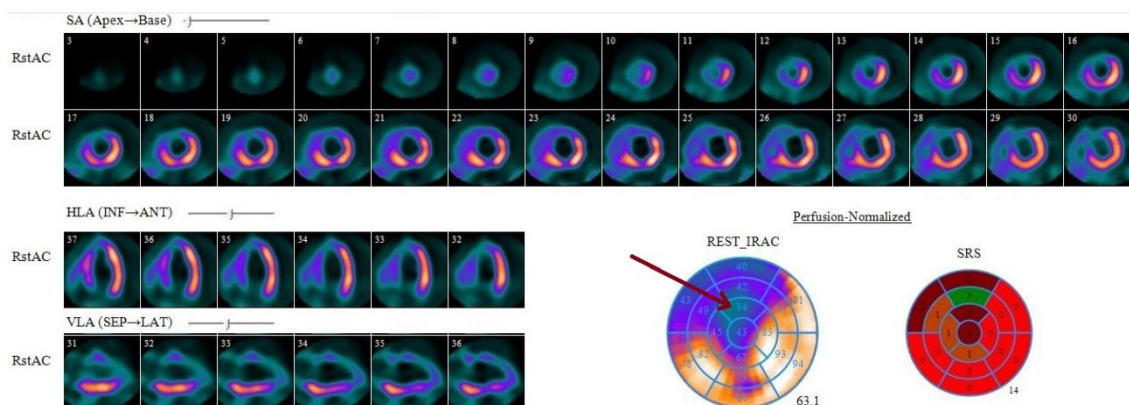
Результаты перфузионной сцинтиграфии миокарда левого желудочка пациента с хронической сердечной недостаточностью: срезы по короткой и длинной осям, а также 17-сегментарная полярная карта левого желудочка (стрелкой обозначен дефект перфузии, охватывающий верхушку, переднюю и передне-перегородочную области). SA (Short Axis) — короткая ось; HLA (Horizontal Long Axis) — горизонтальная длинная ось; VLA (Vertical Long Axis) — вертикальная длинная ось; Apex — верхушка; Base — основание; INF — нижняя стенка; ANT — передняя стенка; SEP — перегородочная стенка; LAT — боковая стенка; REST_IRAC (Rest Integrated Regional Activity Counts) — интегральная активность в каждом сегменте миокарда в покое; SRS (Summed Rest Score) — суммарный балл в покое.
